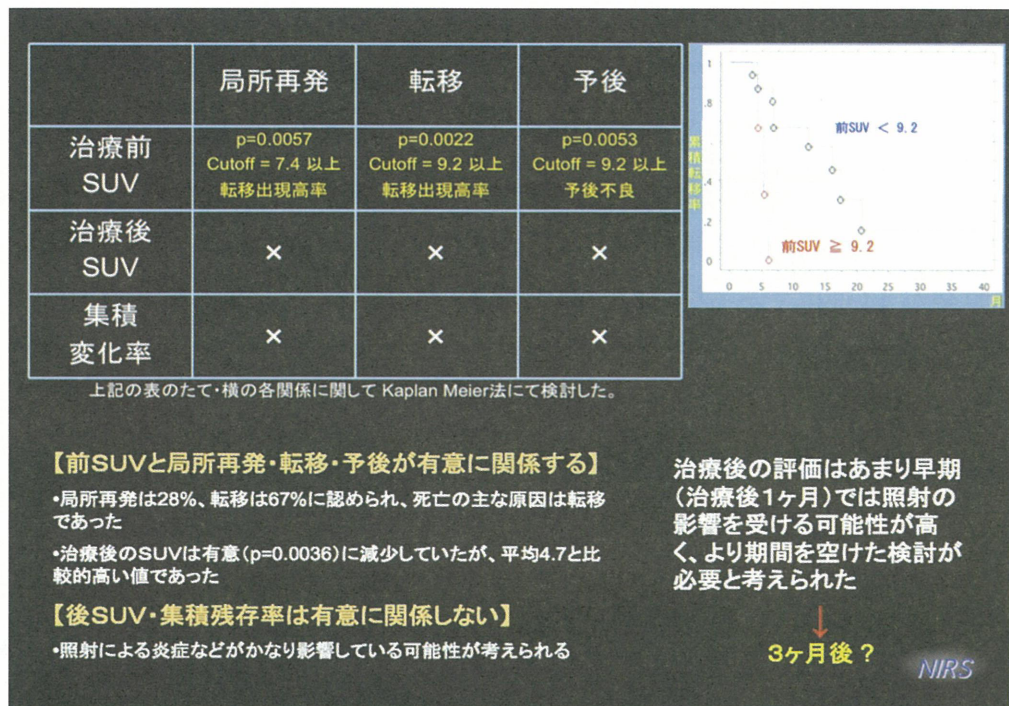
腭癌の FDG 集積と局所再発・転移・予後との関係
